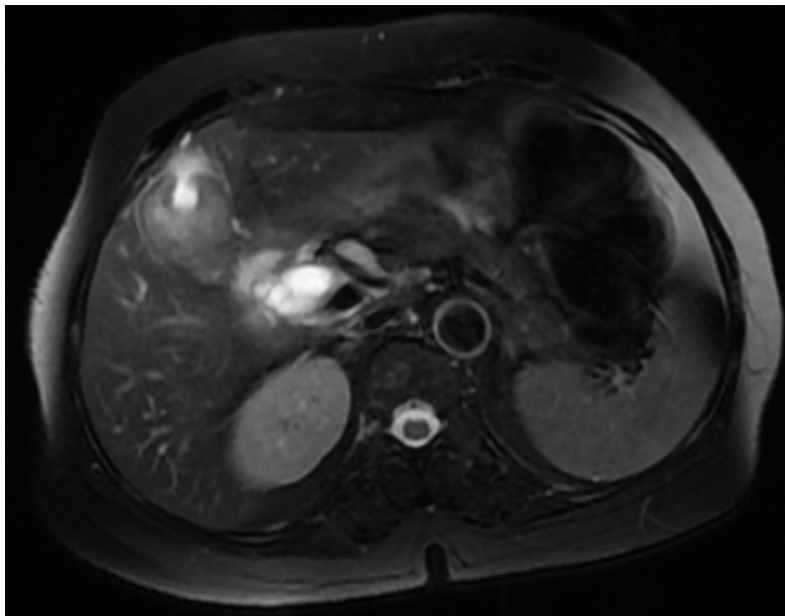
Une bili-IRM en séquence axiale T2 montrant un épaississement pariétal intéressant le corps et le fond de la VB avec infiltration du segment IV du foie et de la graisse péritonéale en regard.
